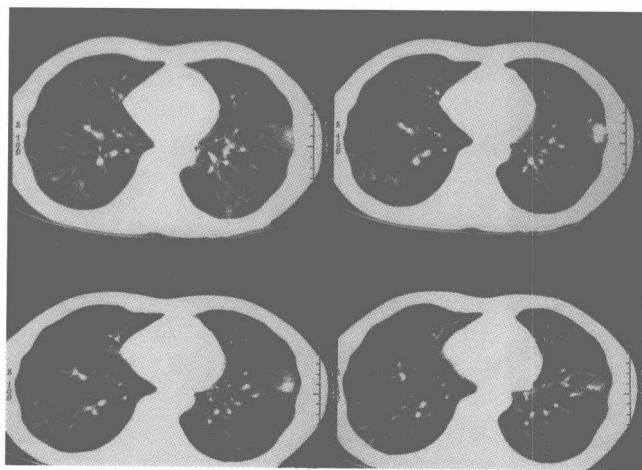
病例 2, 2007-06-28 胸部 CT
